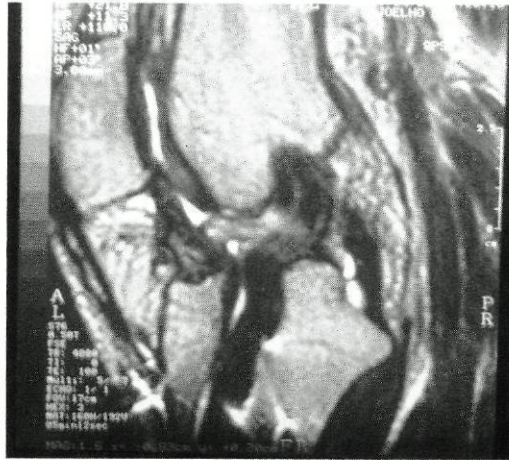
RM T2 — Nódulo pediculado na base do LCA, moderadamente hiper-intenso. Neo-LCA com “impingement” provocado pelo tecto da chanfradura e hiper-sinal na porção distal. Neste caso, verifica-se que o túnel tibial está alargado e existem ainda focos de hiper-sinal ao longo do trajecto do neo-LCA no túnel tibial, correspondendo a líquido intra-articular, significando deficiente integração do tendão no osso.
